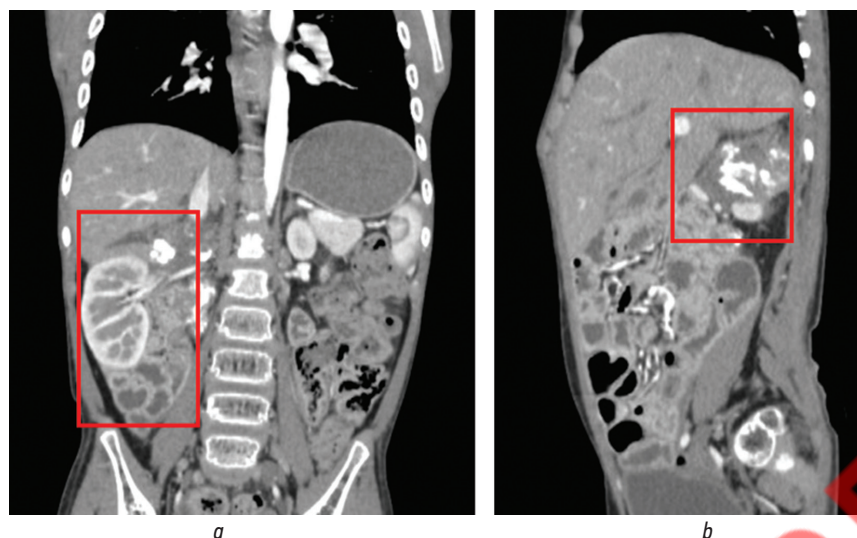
Компьютерная томография брюшной полости с контрастированием: вид опухоли в корональном срезе (*a*), в сагитальном срезе (*b*)
